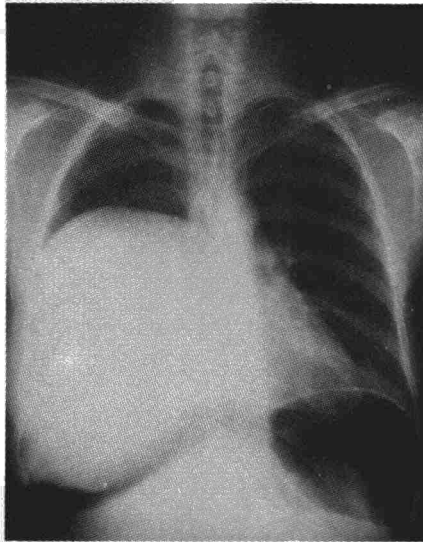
Radiografía AP tras neumoperitoneo diagnóstico en el que se aprecia la convexidad diafragmática invertida.
